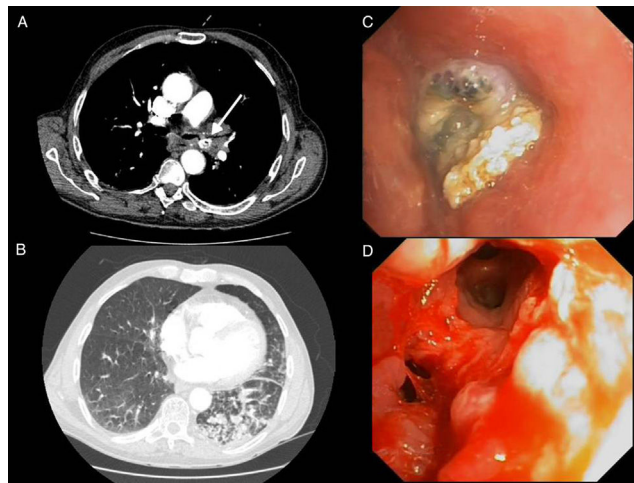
Imágenes del angio-TAC de tórax donde se visualiza cuerpo extraño en BPI (A) e infiltrado alveolar distal en la base pulmonar izquierda (B). Imágenes broncoscópicas donde se observa ocupación del BPI por cuerpo extraño, e importante reacción granulomatosa alrededor (C) e imagen tras retirada del cuerpo extraño quedando libre la luz bronquial (D).
